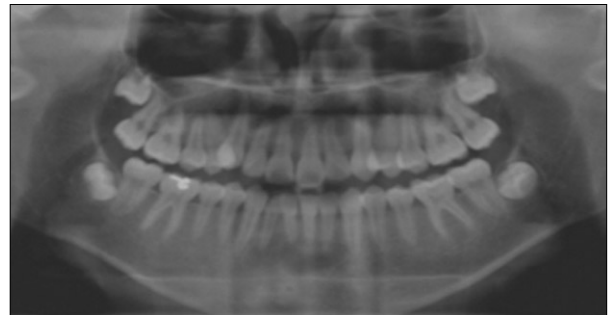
Initial panoramic view: Periapical cyst on #31, #32, #41 area and periapical rarefaction on #42 area. Loss of lamina dura continuity on #32, #42.
